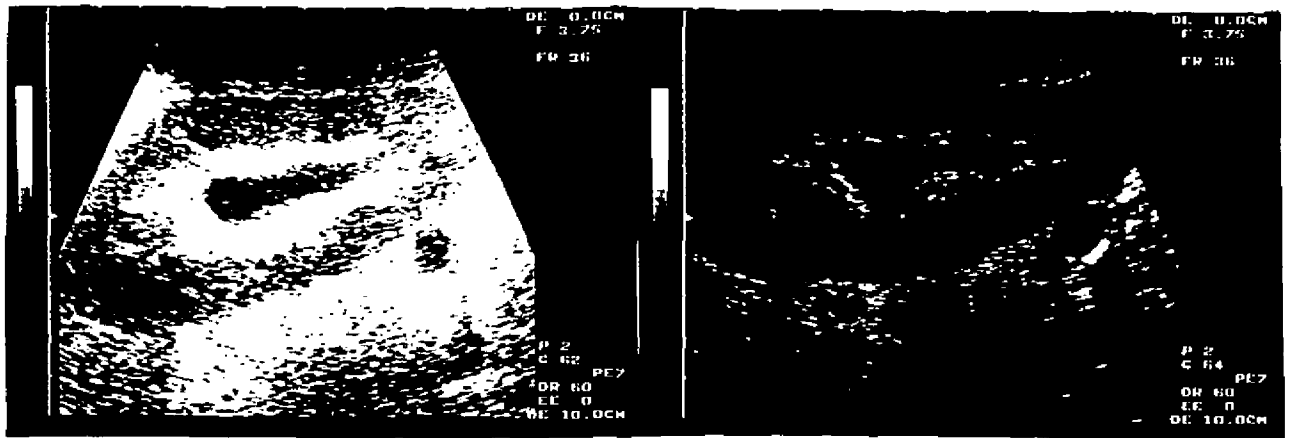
Ecografía simple en modo B de un corte longitudinal de un Tx renal. En la Fig.1 no se ha adaptado la ganancia, mientras que en la Fig. 2 sí, con lo que se delimita mejor la corteza renal, la ectasia pielocalicial y el seno renal.
